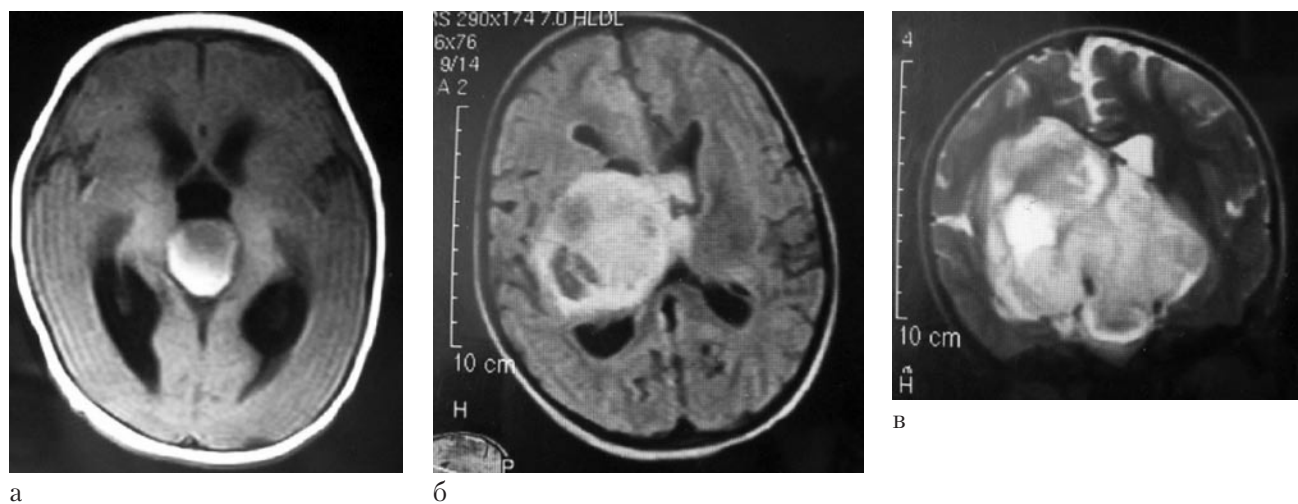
КТ- и МРТ-изображения головного мозга больной К-о, 4 мес, при поступлении (а), через 1 мес (б) и через 47 дней (в). Объем опухоли за 47 дней увеличился в 33,5 раза.
